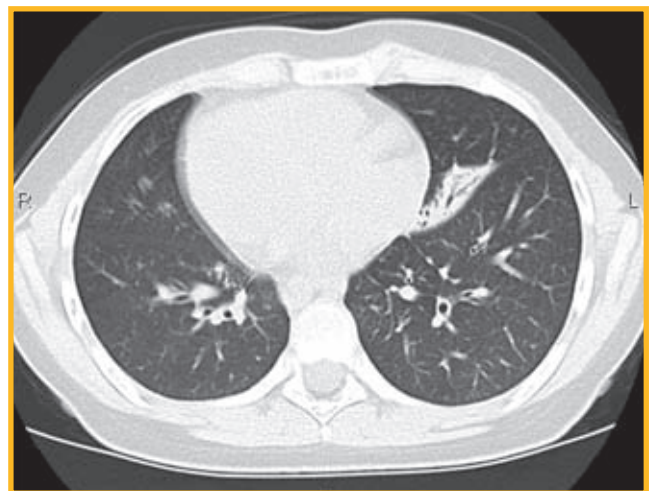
Компьютерная томограмма от 11.04.16: по сравнению с предыдущими исследованиями — умеренная отрицательная динамика за счет нарастания бронхитических изменений, преимущественно в нижней доле левого легкого: утолщение стенок сегментарных и субсегментарных бронхов с появлением единичных участков измененного паттерна «дерево в почках». В остальном — без существенной динамики
